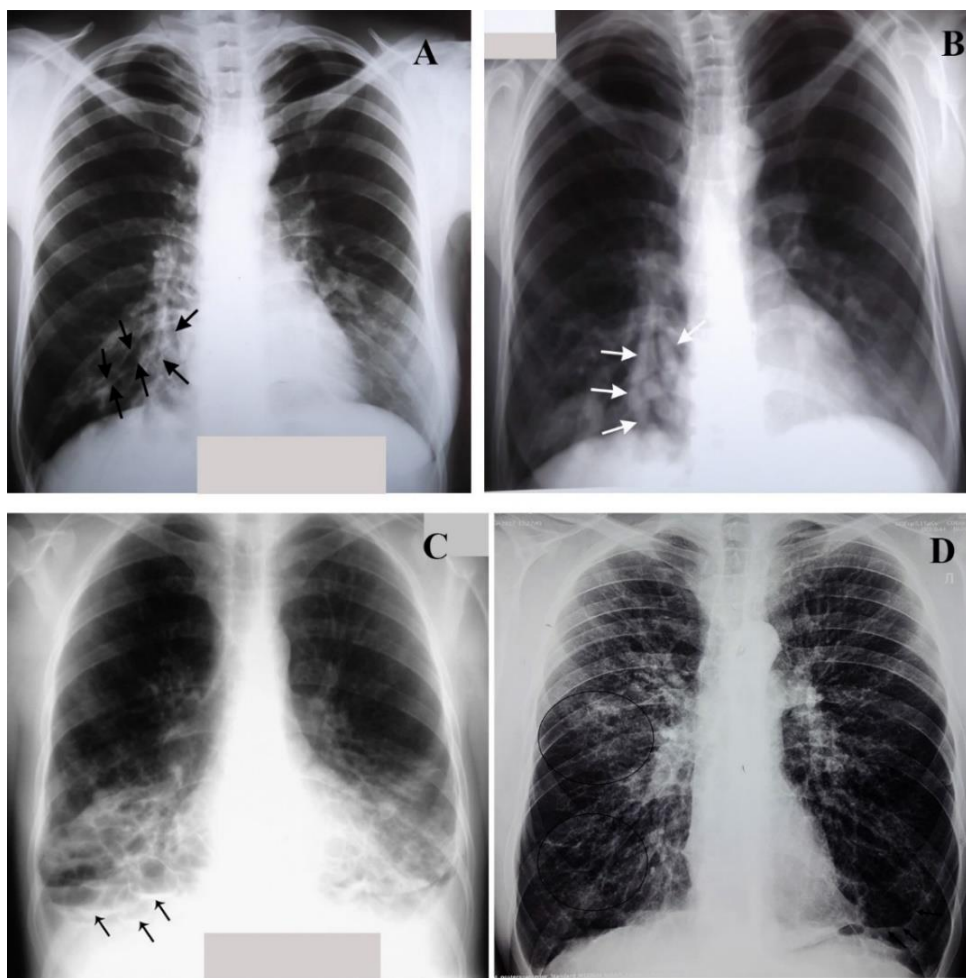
Semne imagistice de bronșiectazii vizualizate la radiografia toracelui
